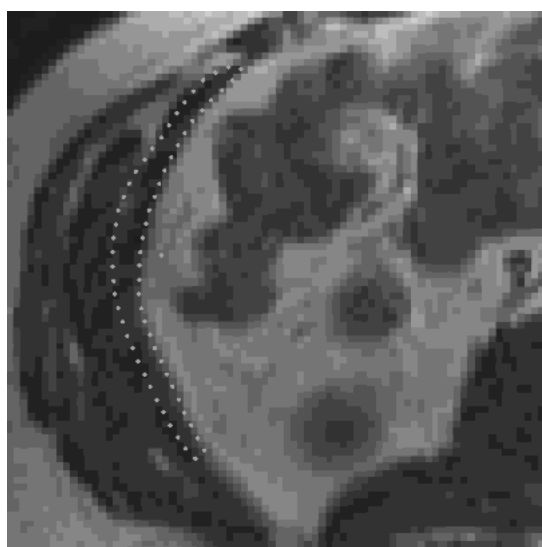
Because of the shape of some muscles, pixelisation on the MRI leads to an incertitude on the calculus of the axial area, based on the description of the contour (dots).
